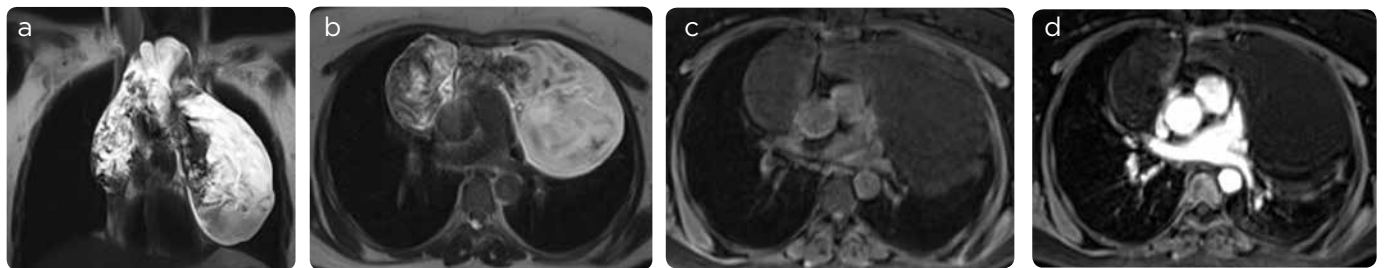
RM de tórax con medio de contraste. Secuencias con información T2 a) coronal y b) axial; secuencias con información T1 c) axial con saturación grasa pre y d) posterior a la administración de medio de contraste. Lesión quística, localizada en el mediastino anterior, heterogénea, con regiones de baja señal en secuencias con información T2 sugestivas de bandas fibrosas y detritos: triangular y lobulada, sugestiva de origen tímico, sin realce con el medio de contraste, restricción a la difusión ni signos de invasión a las estructuras mediastinales adyacentes.
